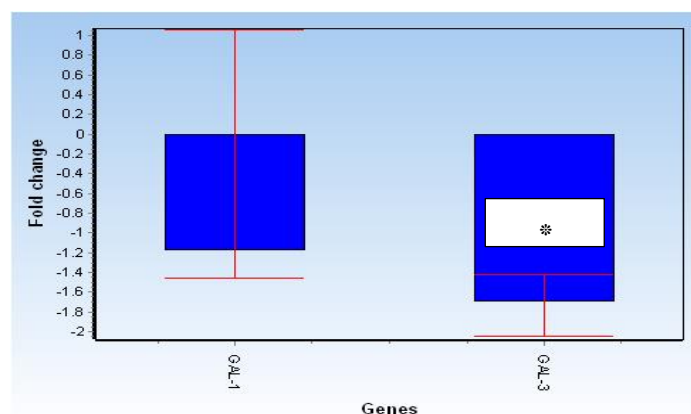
Mean values and standard deviation (-ΔΔCT) of research variables
